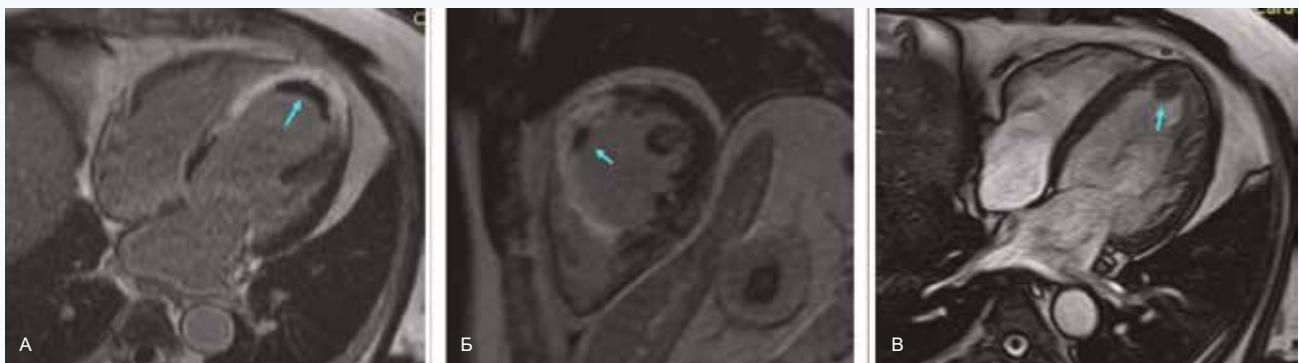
МР-томографическое исследование сердца пациента Ж. с парамагнитным контрастным усилением и ЭКГ синхронизацией. А – исследование в режиме инверсия-восстановление, срез на уровне середины длинника левого желудочка по длинной оси в четырехкамерной позиции. Б – также инверсия-восстановление, срез по короткой оси, середина левого желудочка. В – конечно-диастолический кадр исследования в кино-режиме. Очевидно высокоинтенсивное трансмуральное «инфарктное» включение парамагнетика в переднюю стенку левого желудочка и перегородку в сочетании с протяженным плотно фиксированным тромбом по ходу эндокарда (указано стрелкой). Отмечается также ventрикулодилатация левого желудочка и его диффузная гипокинезия
